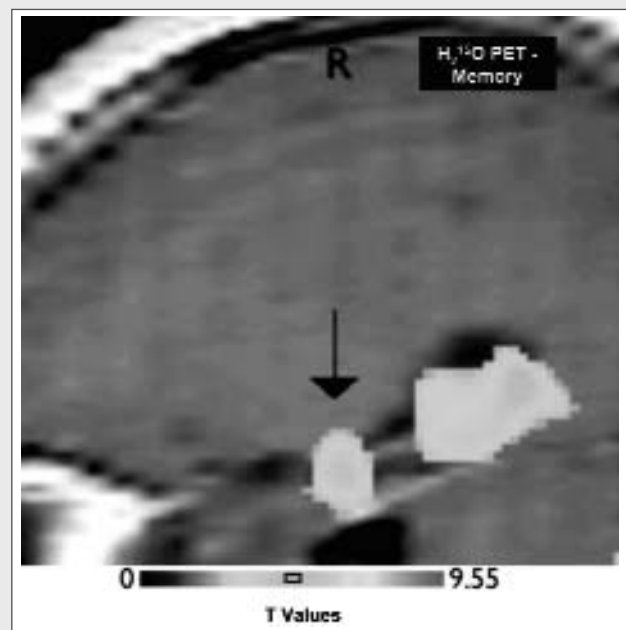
$H_2^{15}O$ PET memory study: Preoperative hippocampal activation in a patient with right MTL during the critical ipsilateral learning task versus the control task. The preoperative PET activations thresholded at 0.01 are superimposed on the individual postoperative clinical MR scans depicting the areas of resection. Activity increases during the ipsilateral learning task are located in the ipsilateral right hippocampal area (non-verbal learning vs. control). After sAHE the patient experienced a postoperative drop in memory performance. R, right side of brain. Arrow: hippocampal activations. Individual color scales represent T values; the top numbers correspond to the largest. (modified from Henke et al.^[15]; for technical details see this reference). Deep single word encoding (verbal learning), associative picture learning (non-verbal learning) and shallow single word encoding (a perceptual task for the control condition) was used. The instruction for verbal learning required patients to decide for each presented noun whether it was rather pleasant or unpleasant. The instruction for non-verbal learning required patients to decide for picture pairs consisting of a house and a person whether the person is an inhabitant or a visitor of the house. The control task required patients to count the vowels across a pair of nouns (for details see^{[16],[17]}).
